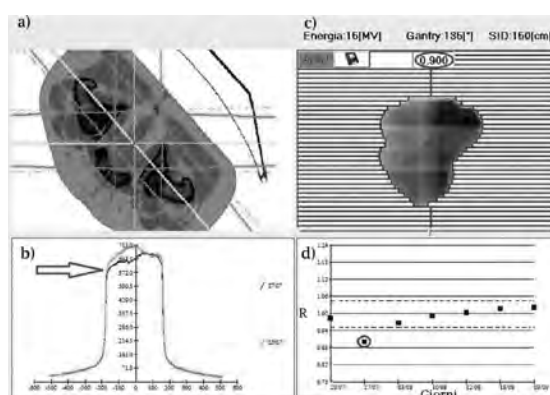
Visualizzazione del test dosimetrico per il campo a 135° di un trattamento pelvico eseguito con 6 campi da 15MV. (a) sezione TAC isocentrica del paziente; (b) profili di segnale EPID nella direzione ortogonale all'asse del fascio; (c) immagine 2D fornita dall' EPID; (d) rapporti R tra dose ricostruita e quella calcolata dal TPS per diversi giorni di trattamento
